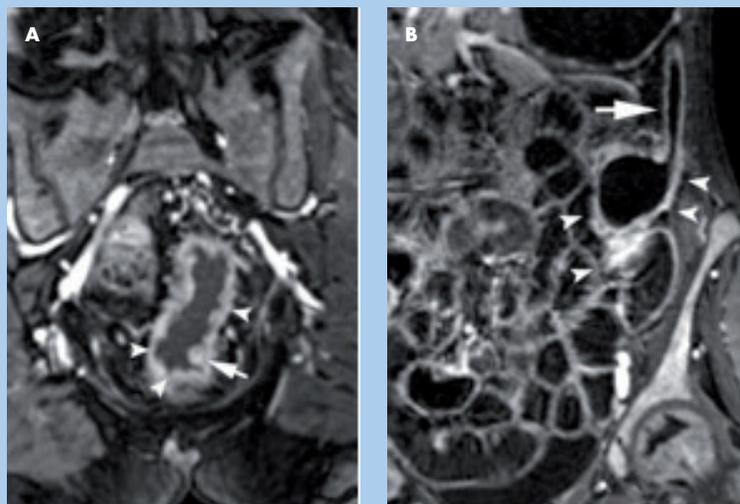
Paciente con enfermedad de Crohn y numerosas úlceras profundas en el recto y el sigma identificadas por endoscopia. No se completó la exploración endoscópica por el riesgo de complicaciones. Imágenes en plano coronal obtenidas con secuencia T1 con supresión de la señal de la grasa tras la administración de contraste intravenoso y un enema de agua. La resonancia magnética también identificó abundantes úlceras (punta de flecha en A) y pseudopólipos en el recto (flecha en A). El resto de colon presentaba engrosamiento mural con importante captación de contraste intravenoso (puntas de flecha en B), signos de actividad inflamatoria. En el ángulo esplénico del colon se halló un gran tracto fistuloso cuyo extremo distal estaba muy próximo a la curvatura mayor gástrica (flecha en B).
